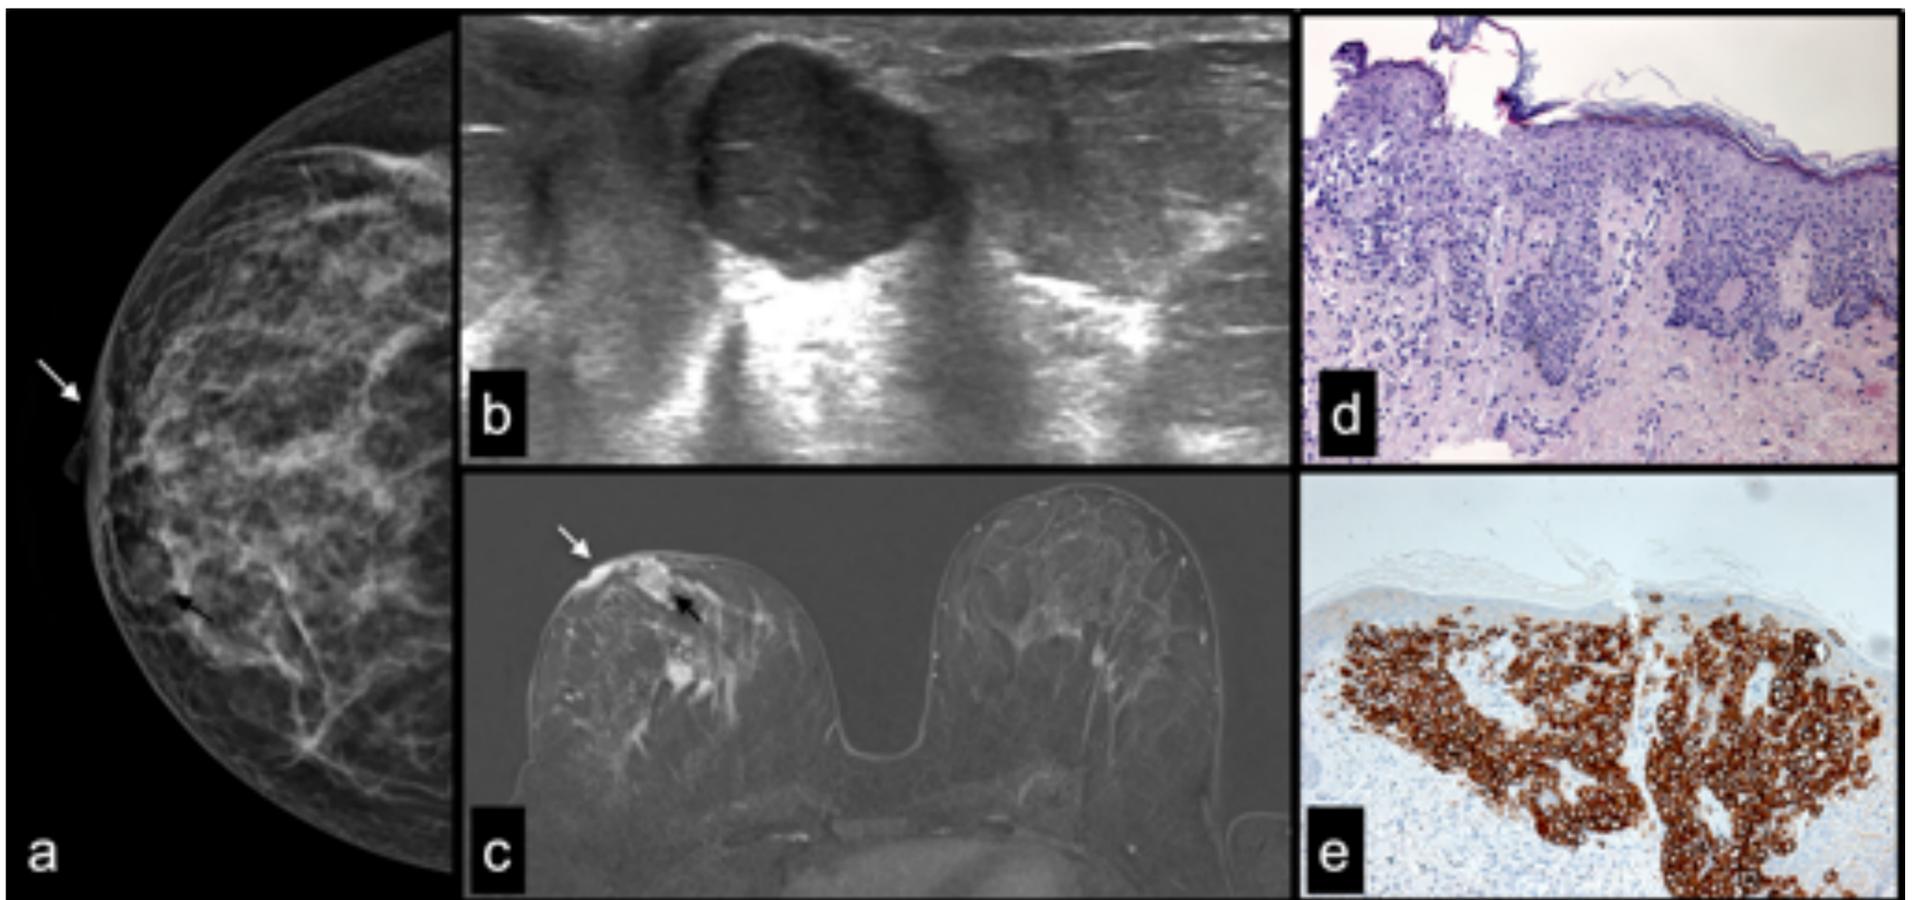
Mujer de 53 años con clínica de engrosamiento de pezón derecho por enfermedad de Paget y CDI subyacente. a) Mamografía proyección CC de mama derecha muestra engrosamiento de CAP (flecha blanca) nódulo irregular en CII de mama derecha (flecha negra). b) Imagen de ecografía en el que se aprecia engrosamiento de CAP y nódulo sólido ovalado de márgenes microlobulados. c) Imagen axial en secuencias substracción T1 tras administración de contraste muestra un engrosamiento y realce asimétrico del CAP derecho (flecha blanca) y un realce nodular en CII (flecha negra). d) Imagen microscópica (100X, H-E) con células de Paget e hiperplasia epidermica con hiperqueratosis focal. e) tinción inmunohistoquímica con expresión para HER-2/NEU
